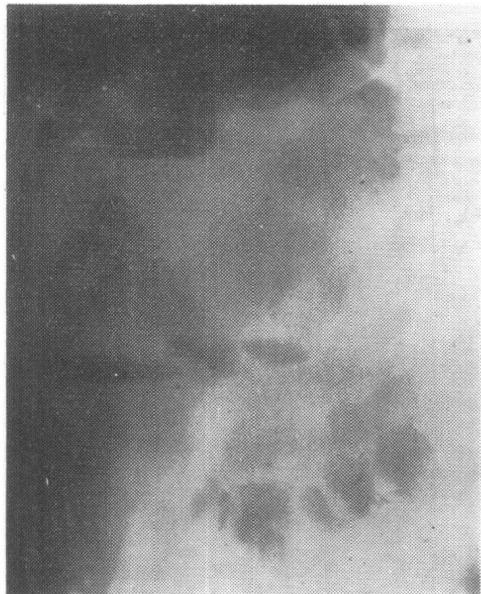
肝脓疡，肝区站立位平片，肝穿刺后注入空气，在肝影内有多数液面空洞
